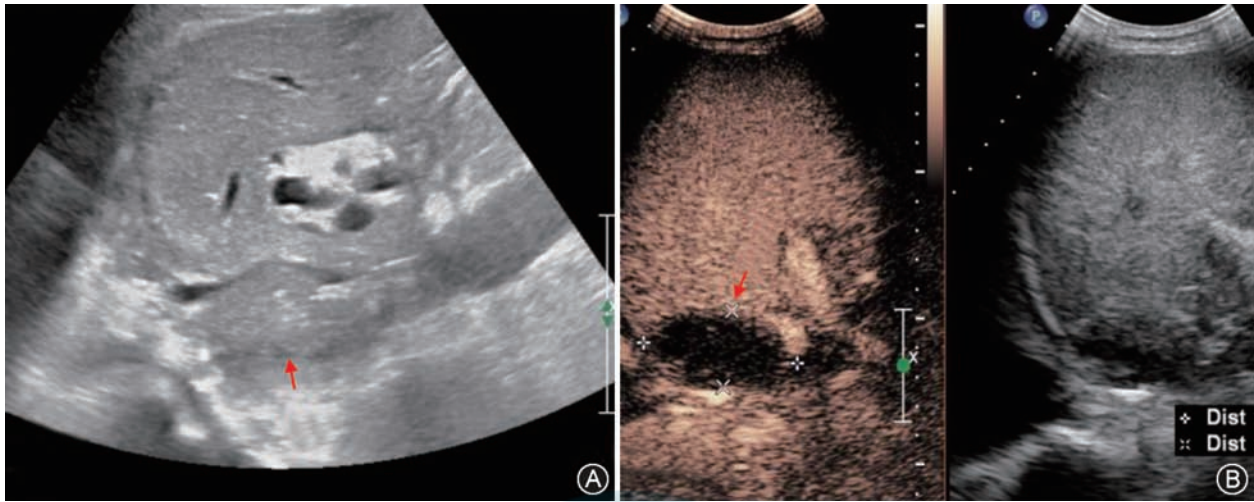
肝移植术后移植肝肝周水肿患者的灰阶超声及超声造影图 患者男, 53 岁, 肝移植术后 2 个月; A: 灰阶超声显示下腔静脉后方见中等回声团块并受压, 疑为水肿(箭头); B: 超声造影检查低回声团块内部始终未见增强(箭头), 该肿块随访 1 个月后明显缩小
